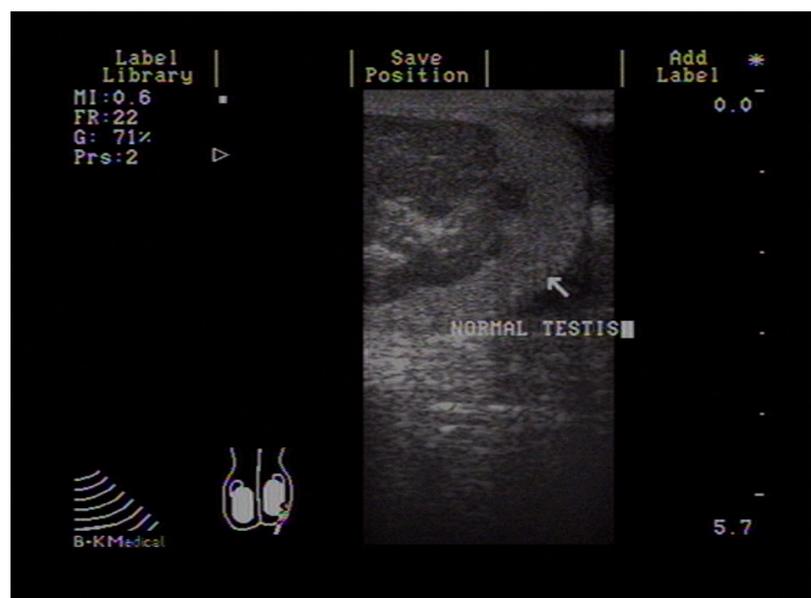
超音波下之睪丸萊迪格細胞瘤呈現囊泡樣 (cystic) 變化。
